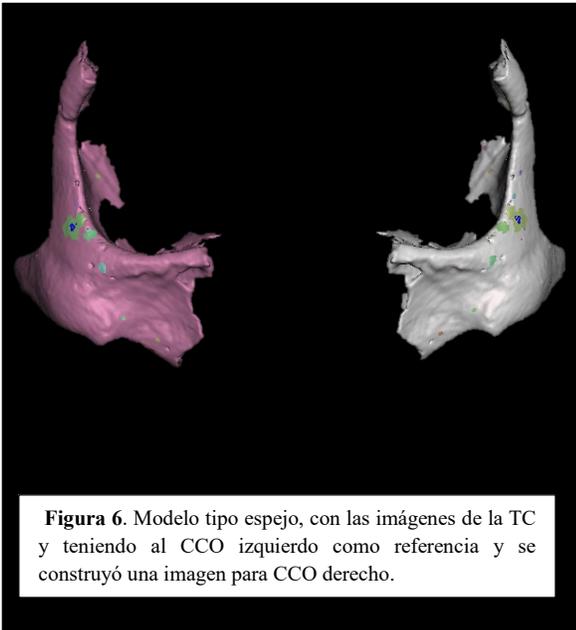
Modelo tipo espejo, con las imágenes de la TC y teniendo al CCO izquierdo como referencia y se construyó una imagen para CCO derecho.
